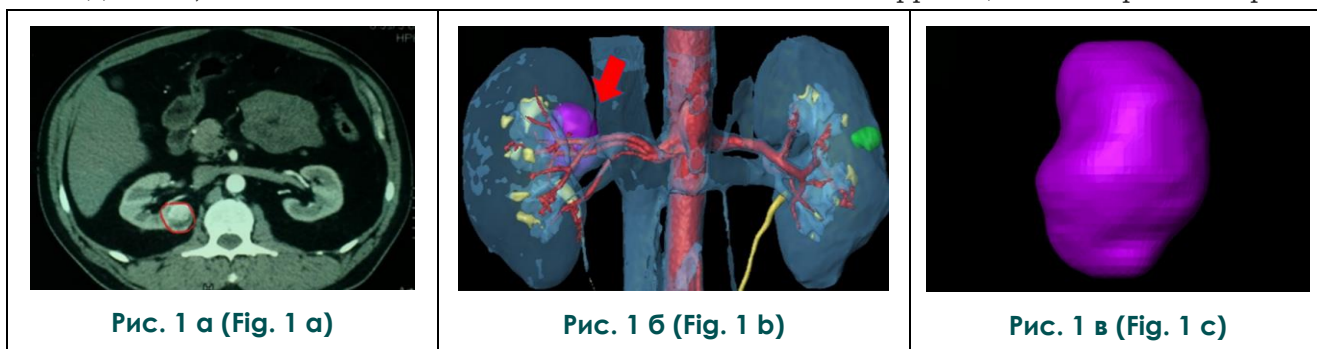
Больной Л., 46 лет. МСКТ с контрастированием, паренхиматозная фаза, аксиальная реконструкция.
